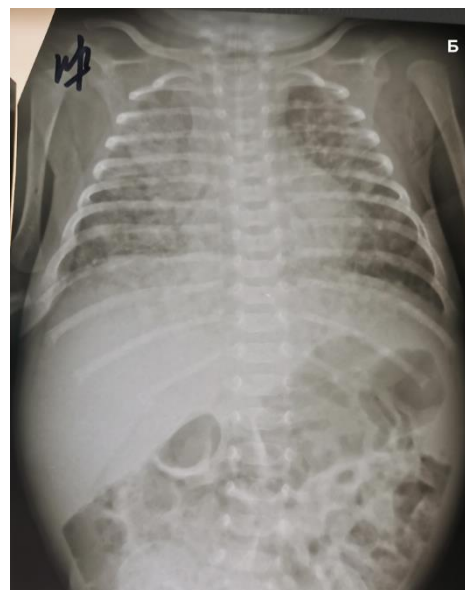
Рентгенограмма перед
